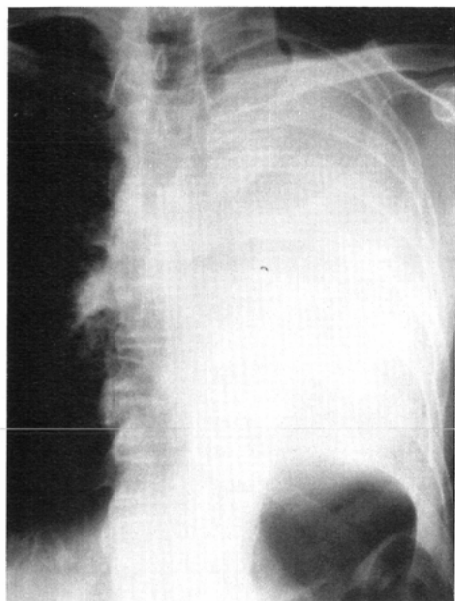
Case 5. Bronchial tuberculosis. (A) Chest radiograph before treatment. (B) CT showed atelectasis and stenosis of left main bronchus. (C) Chest radiograph on the next day after placement of stents. (D) Chest radiograph on the seventh day after placement of stents. (E) Lung perfusion scanning before treatment. (F) Lung perfusion scan after placement of stents.
